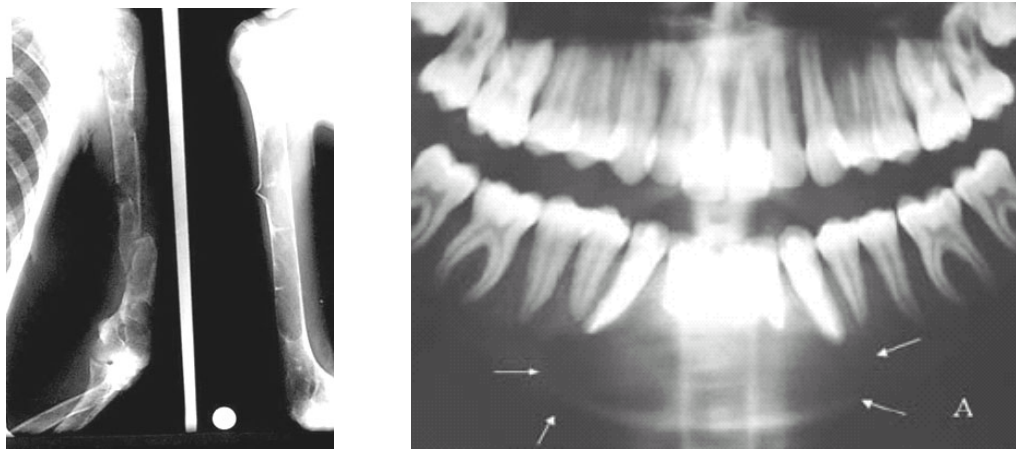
Radiografías de un paciente con hiperparatiroidismo^(XVI)
